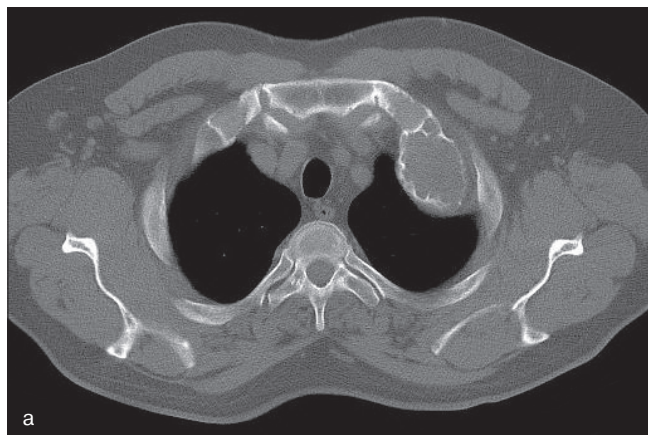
Фиброзная дисплазия ребра. Рентгеновская компьютерная томография. На поперечных срезах выявляется деформация переднего отдела I левого ребра в виде его утолщения за счет равномерного истончения и «вздутия» коркового слоя. При этом целостность истонченного коркового слоя сохраняется
